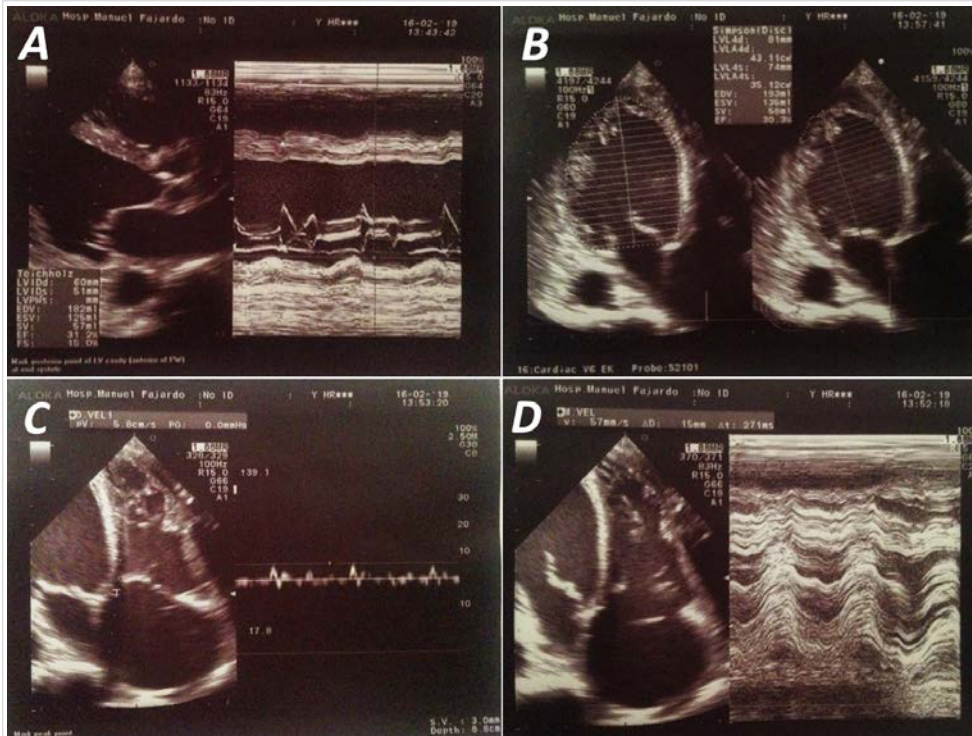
Transthoracic echocardiogram. A. Remodeled left ventricle (parasternal long axis view). B. Reduced left ventricular ejection fraction measured by biplane Simpson method (apical four-chamber view). C. Measurement of the tricuspid S wave in apical four-chamber view. D. Measurement of the tricuspid annular plane systolic excursion (TAPSE).
